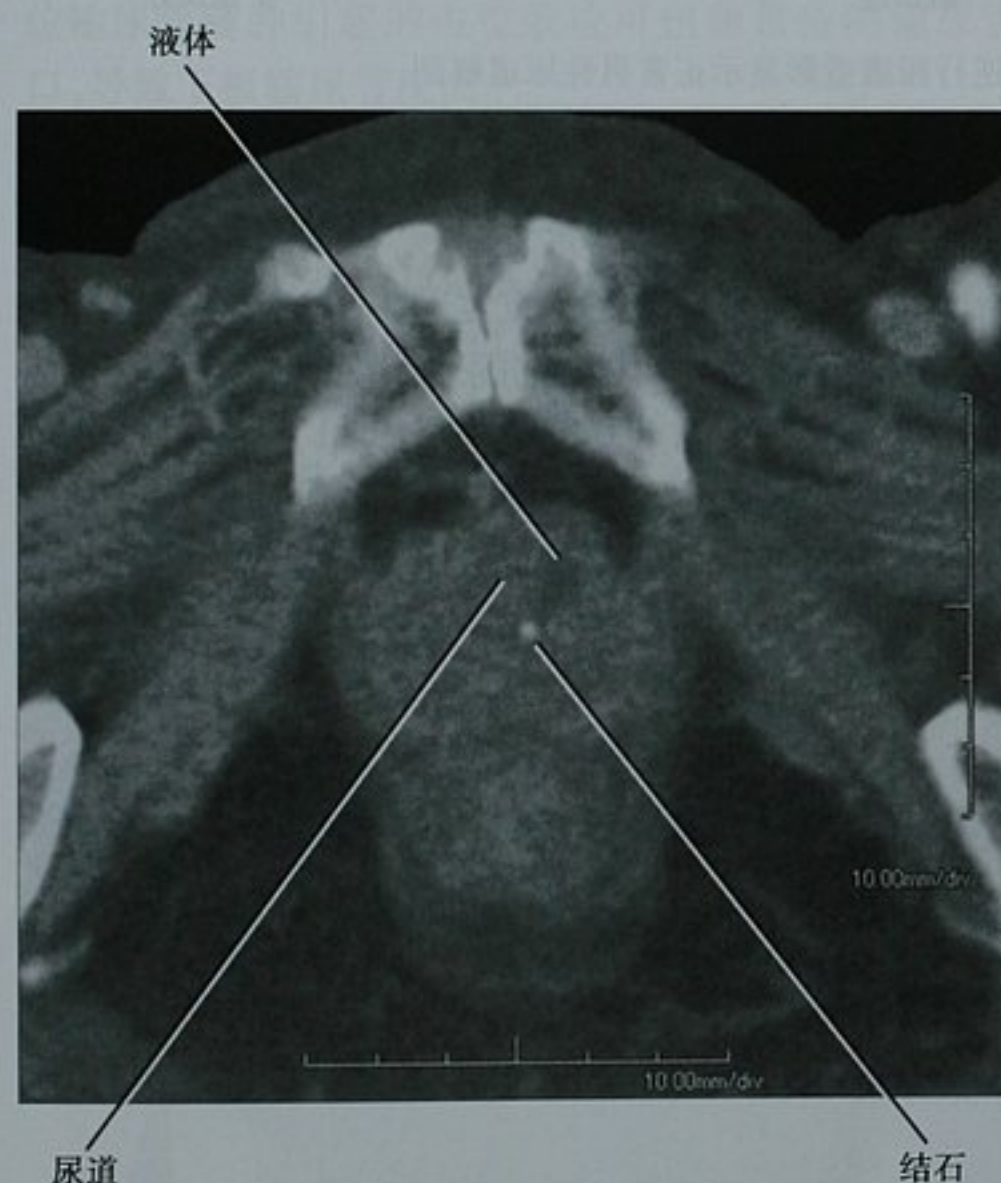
一位女性患者尿道水平对比增强 CT 扫描横断位图像显示尿道憩室内一颗小结石
